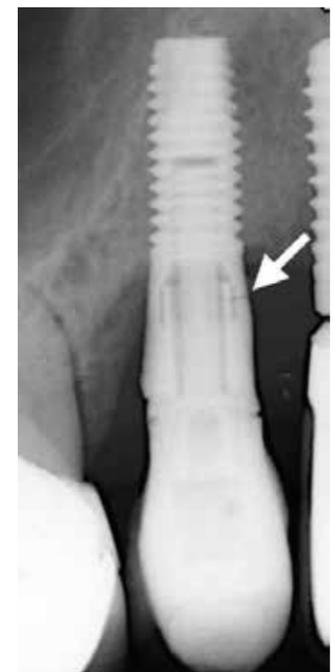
Röntgenbild eines Implantats in Regio 15 zirka 3 Jahre nach Implantoplastik – der Pfeil zeigt den Bruch an der mesialen Seite des Implantats an
